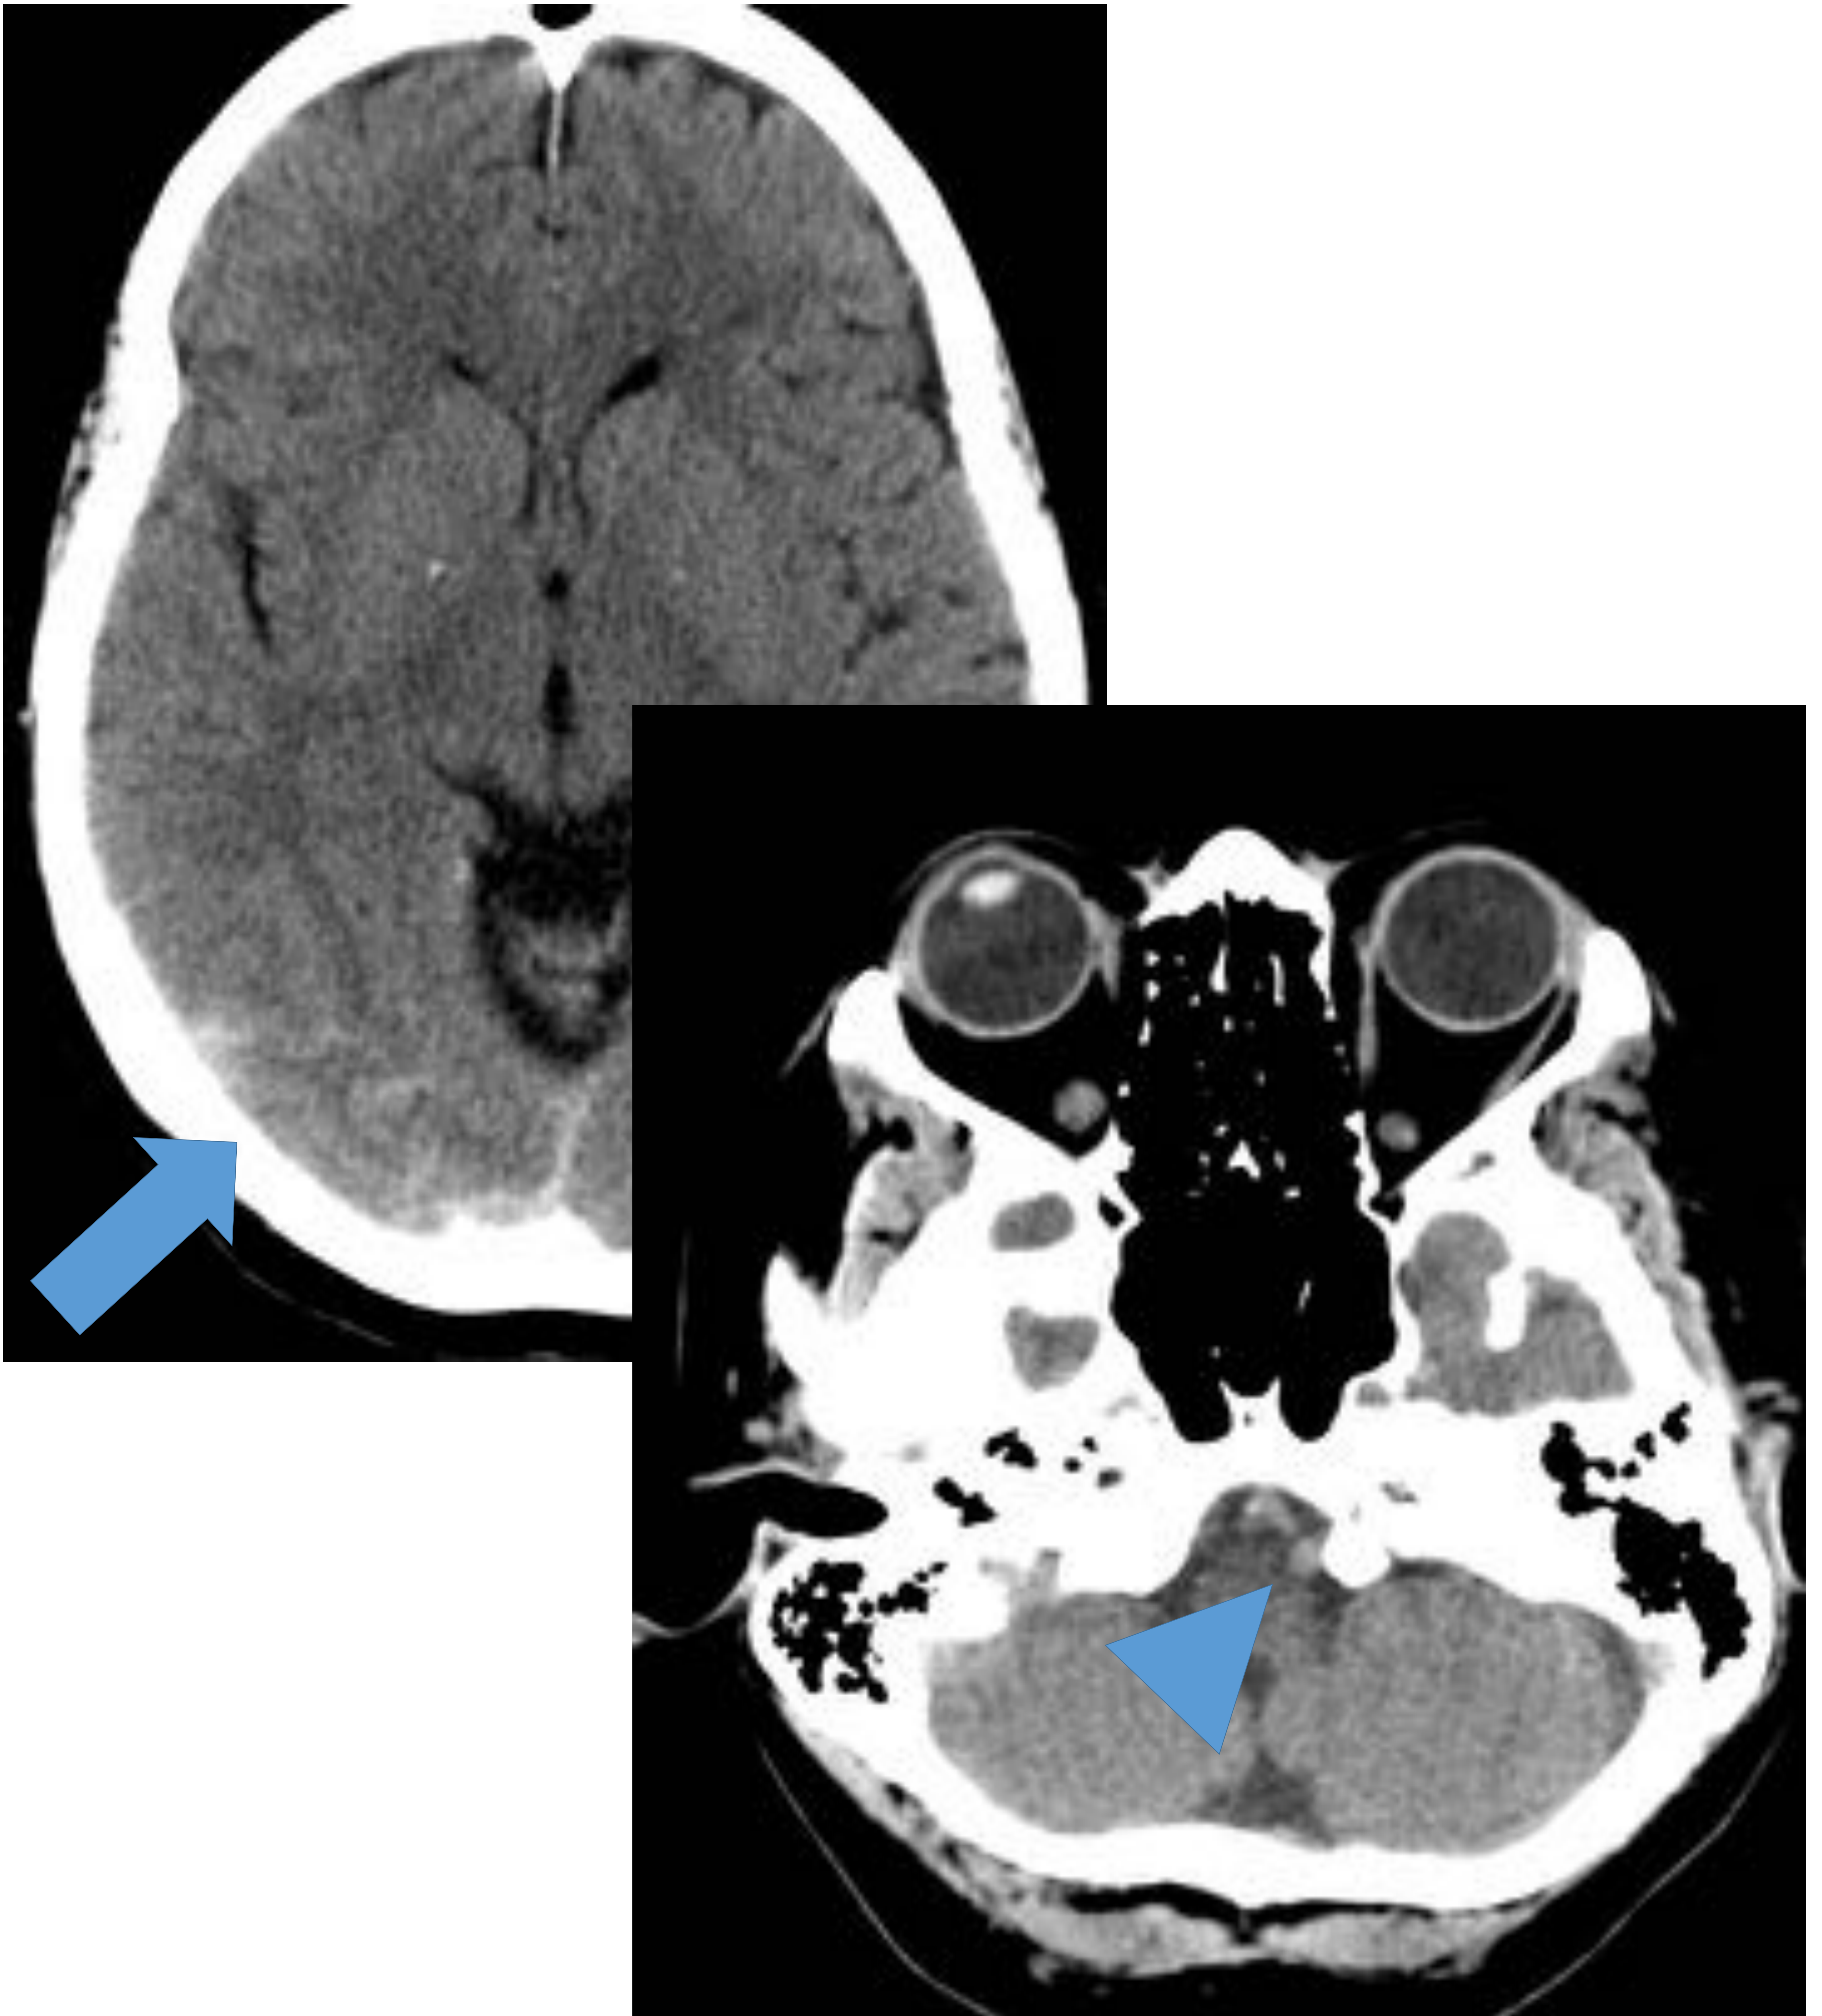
Varón de 37 años que acude a urgencias por cefalea intensa. Se realiza TC craneal sin contraste donde se evidencia HSA en surcos occipitales derechos (flecha). También se evidencia un aneurisma en segmento V4 de arteria vertebral izquierda (cabeza de flecha).
